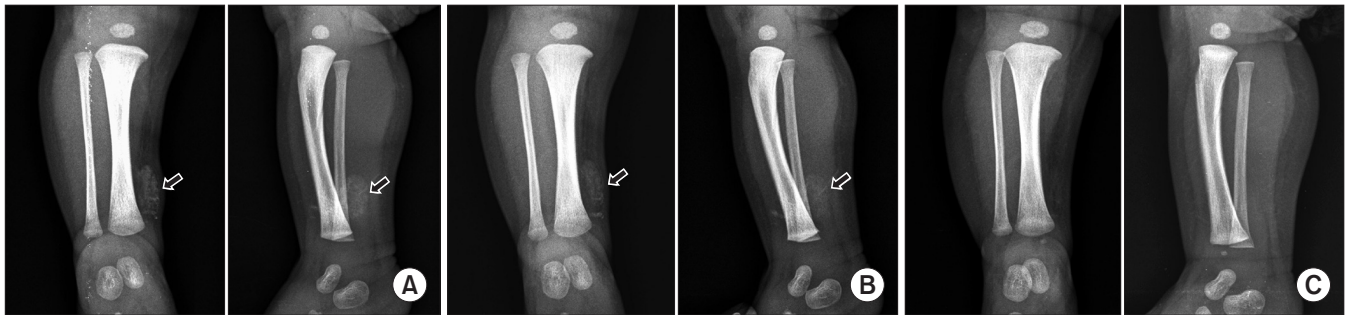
(A) Anteroposterior and lateral radiographs from a 27-day-old boy shows scattered calcifications on the posteromedial area of the right ankle (arrows). (B) Smaller lesion size and more lucent density of calcifications one week after the initial presentation (arrows). (C) Four weeks later, calcification is completely absent.
